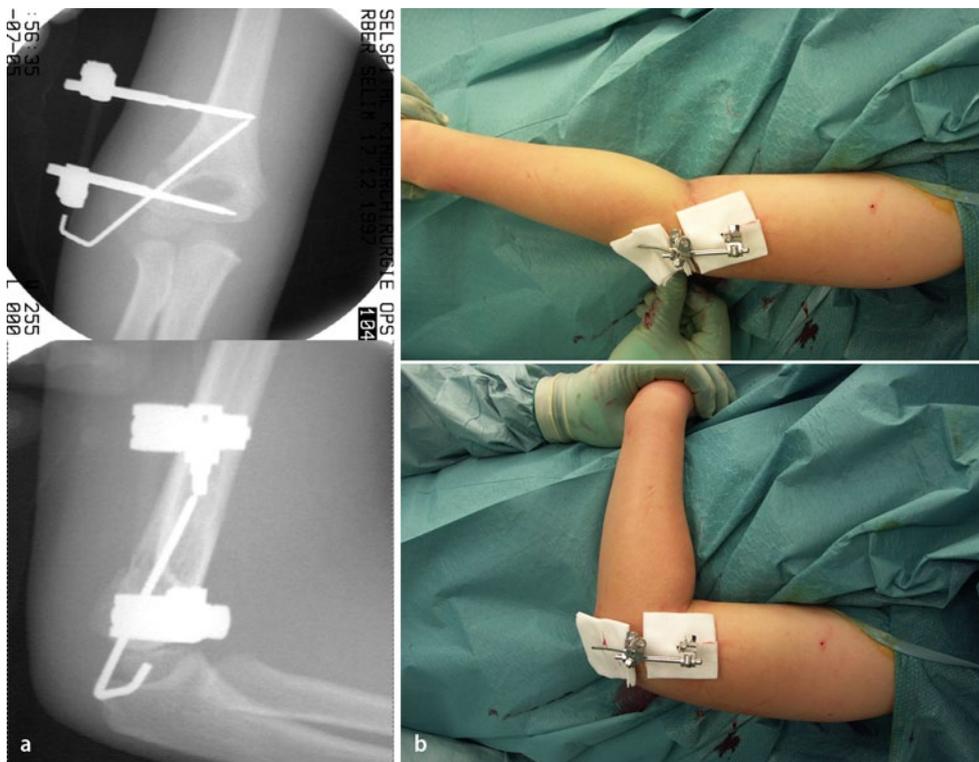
▲ Endkontrolle der Stabilität sowie der radiologischen und klinischen Achsen. Abschließende radiologische Kontrolle im BV in Extension (a.-p.-Ebene) und Flexion (seitliche Ebene) sowie Dokumentation. Somit kann nochmaliges Röntgen postoperativ vermieden werden. Klinische Prüfung der Stabilität und der Funktion: es muss eine volle Extension/Flexion sowie Pro-/Supination möglich sein. a Die radiologische Kontrolle zeigt einerseits eine korrekte anatomische Situation sowie die gute Lage aller 3 Pins. b Klinische Stabilitäts- wie auch Funktionskontrolle mit korrekter anatomischer Achse. (b: Adaptiert nach [32], mit freundlicher Genehmigung des Autors)
